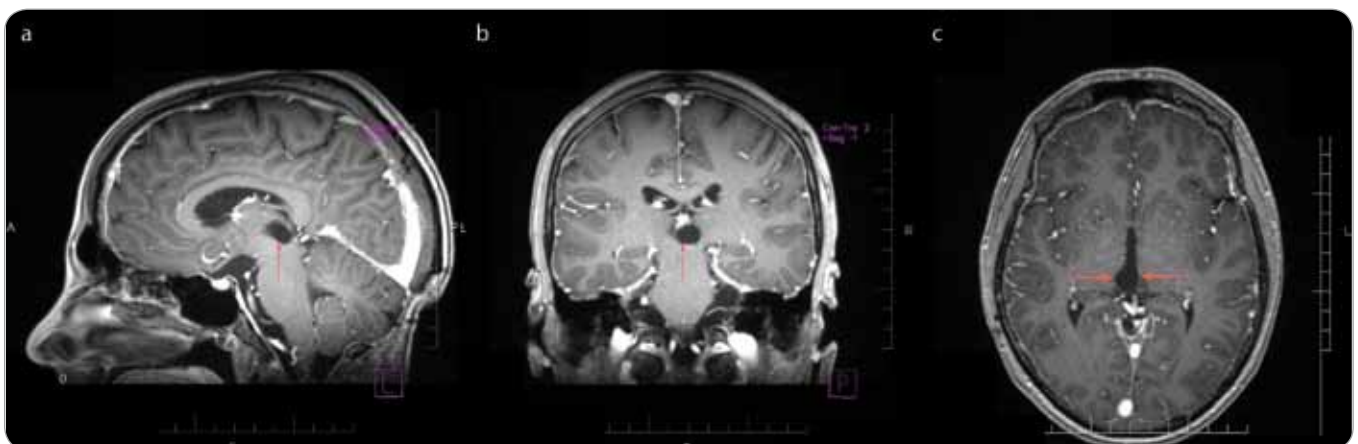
MRI T1-weighted postcontrast views – in the pineal region no detectable tumor, just a slight dilatation of the 3rd ventricle – sagittal view.
